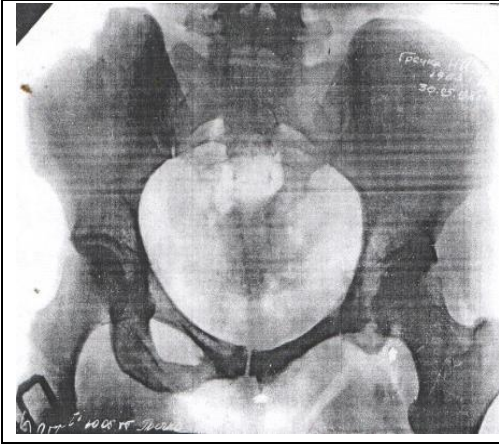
Рентгенограма таза хворої Г. Н. І., 28 р., іст. хв. № 3319 через вісім років після видалення агресивного фіброматозу із сідничною кісткою. Дефект сідничної кістки – без рецидиву
